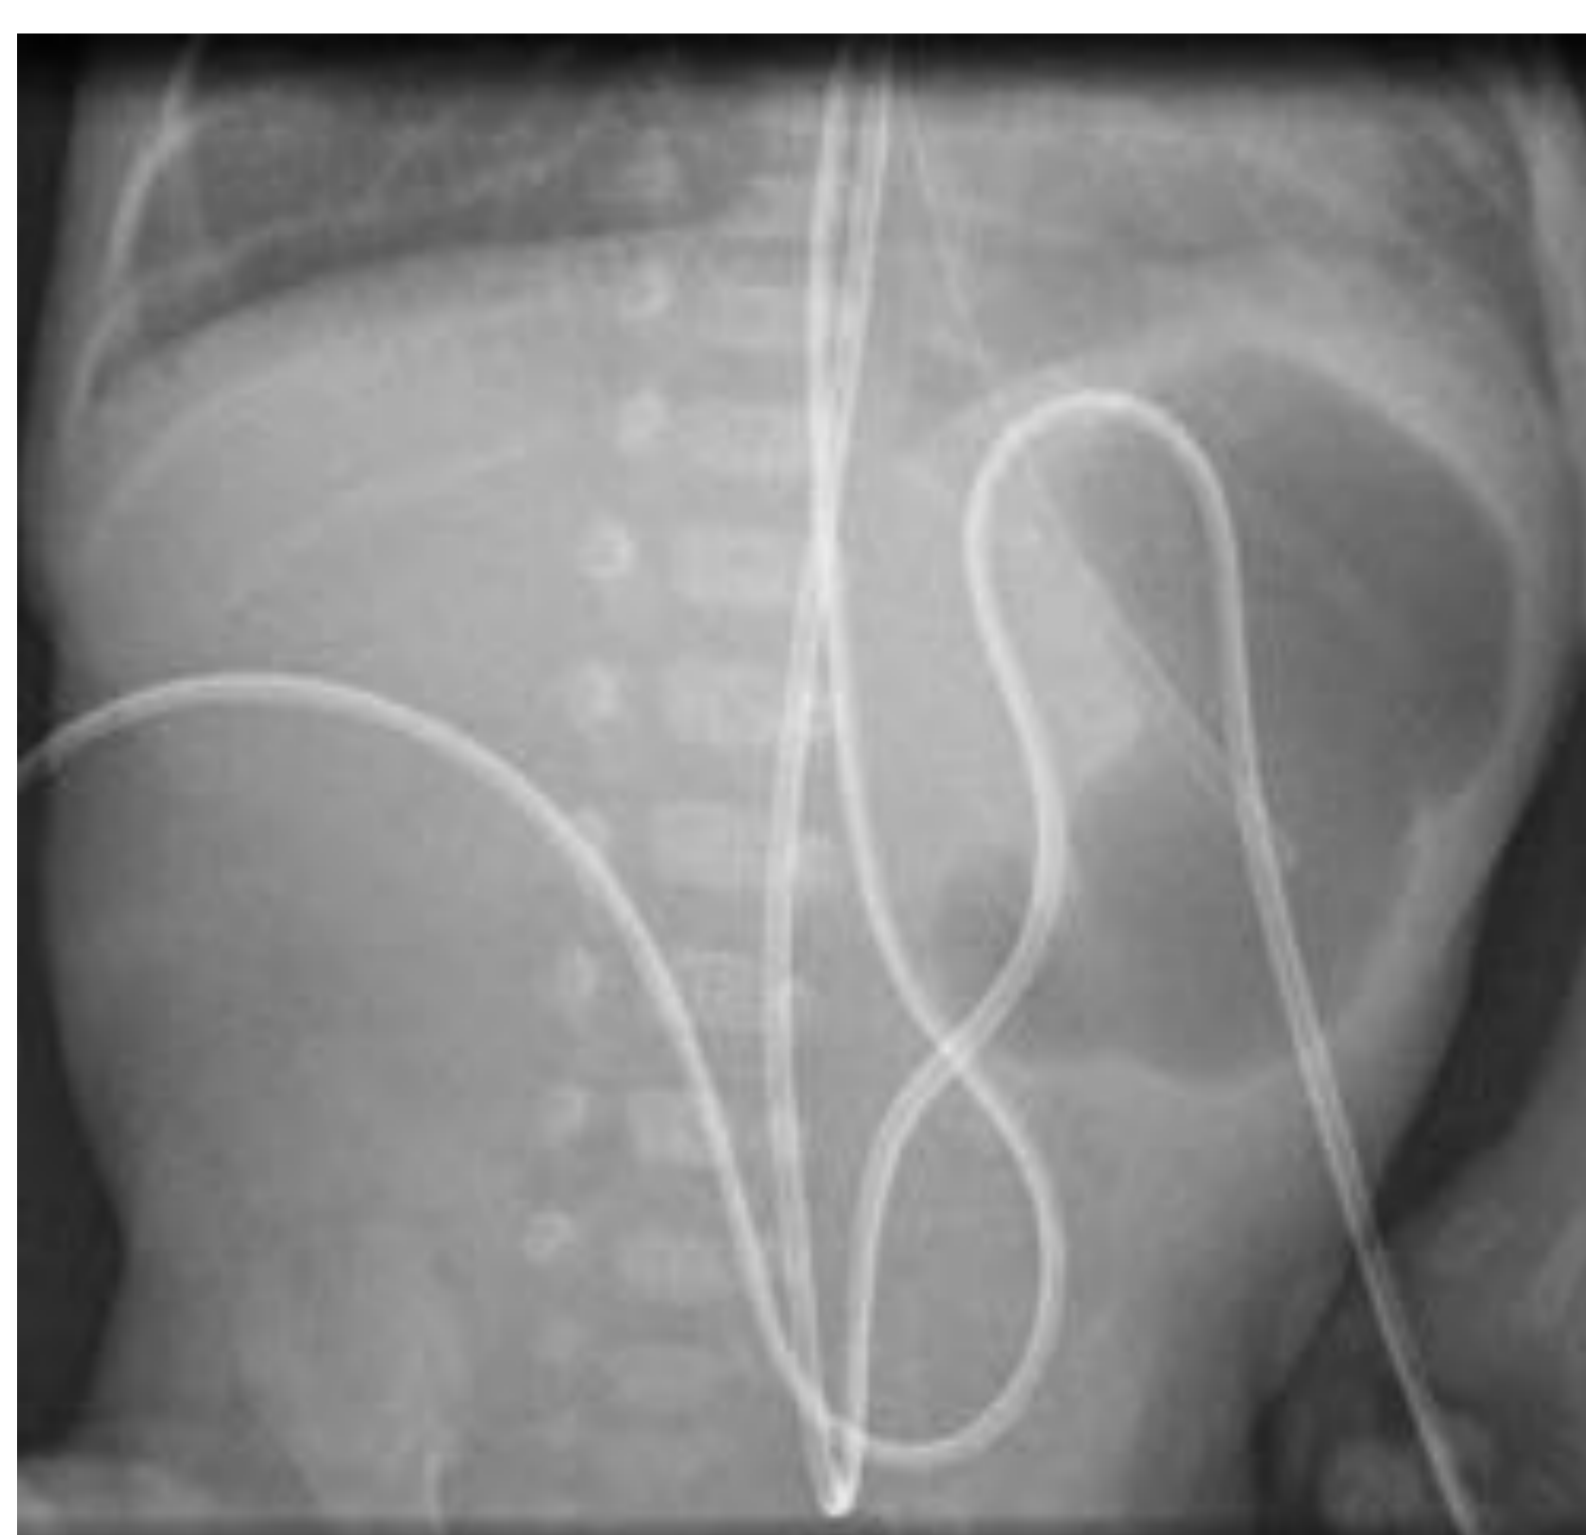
En la Rx abdominal (izq) se observa una escasa aireación intestinal (solo en cámara gástrica). La ecografía (centro) revela abundante líquido libre ecogénico intraabdominal como signo de perforación intestinal. La imagen de la cirugía (derecha) revela una perforación intestinal aislada con buen aspecto de las asas.
